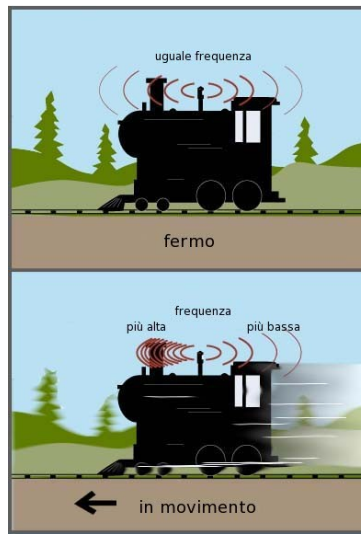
Illustrazione esplicativa dell'Effetto Doppler.
